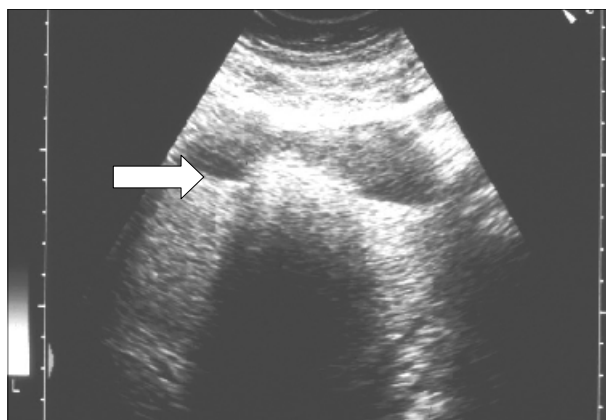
Ecotomografia transvaginal: lesão quística com nível líquido-líquido (seta) que resulta da “interface” entre o sebo (em cima) e o líquido aquoso (em baixo).
